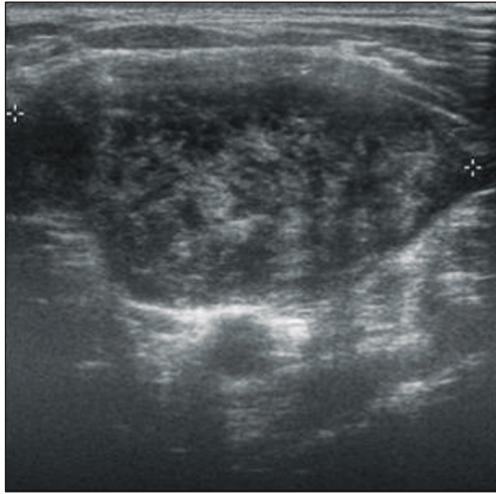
Ultrasonography. Left supraclavicular mass with heterogeneous echogenicity on ultrasonographic images.
